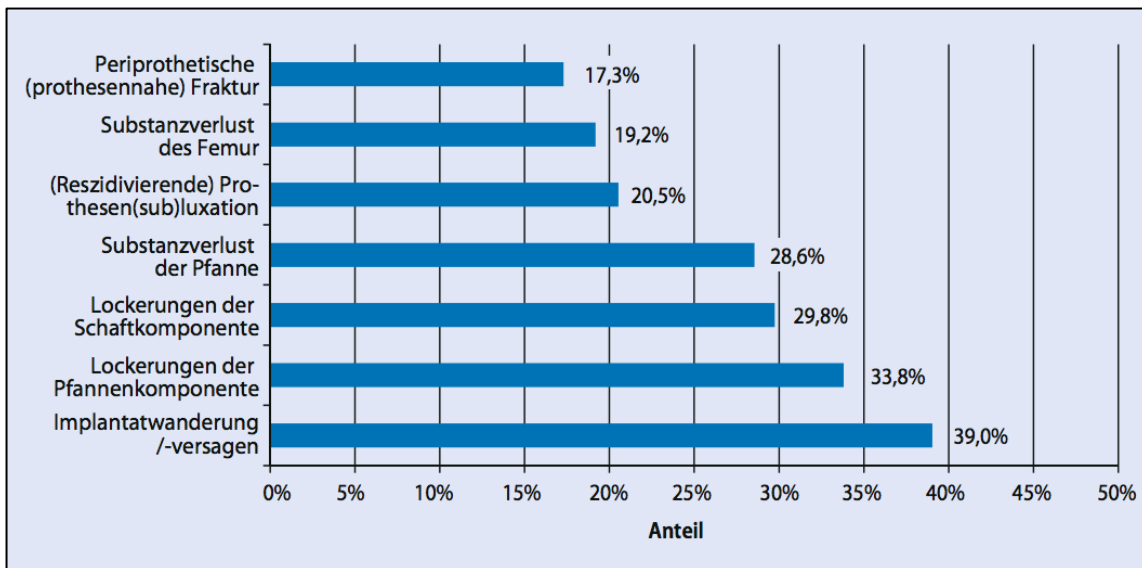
Präoperative, röntgenologische Befunde bei Wechseleingriffen am Hüftgelenk (2014). (Bleß & Kip, Weißbuch Gelenkersatz - Versorgungssituation bei endoprothetischen Hüft- und Knieoperationen in Deutschland, 2016)
